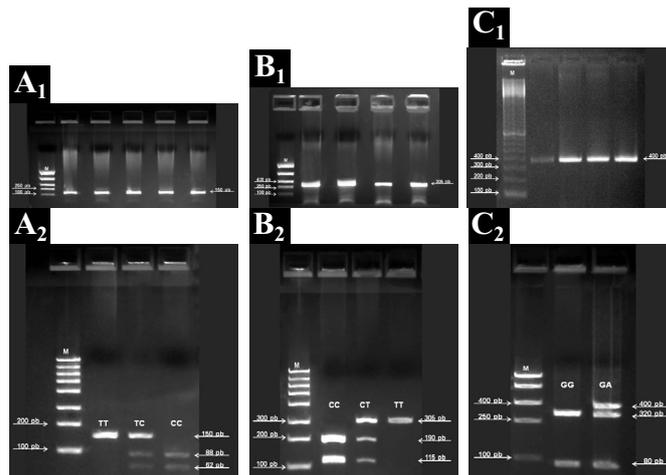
Imagens do produto da PCR (A₁, B₁ e C₁) e da RFLP (Digestão enzimática: A₂, B₂ e C₂) dos genes *TNF-α* (A₁, A₂), *IL-1β* (B₁, B₂) e *IL-10* (C₁, C₂). Os fragmentos amplificados são de 150, 305 e 400 pb dos genes *TNF-α*, *IL-1β* e *IL-10*, respectivamente. A reação de RPFL foi realizada dos fragmentos da região promotora dos genes *TNF-α*: 150, 88 e 62 pb; *IL-1β*: 305, 190 e 115 pb; e, *IL-10*: 400, 320 e 80 pb. As reações foram realizadas em gel de agarose 2%. As abreviações indicam: A₂- TT, homocigoto selvagem; TC, heterocigoto; CC, homocigoto polimórfico. B₂- CC, homocigoto selvagem; CT, heterocigoto; TT, homocigoto polimórfico. C₂- GG, homocigoto selvagem; GA, heterocigoto.
